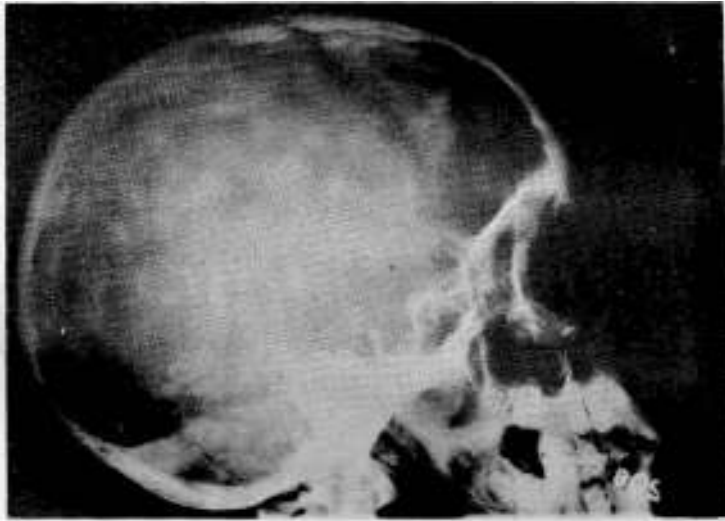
Radiografía lateral derecha. Se puede observar diatosis craneana, impresiones digitales muy marcada. Silla turca agrandada, con desgaste de las clinoides anteriores.
